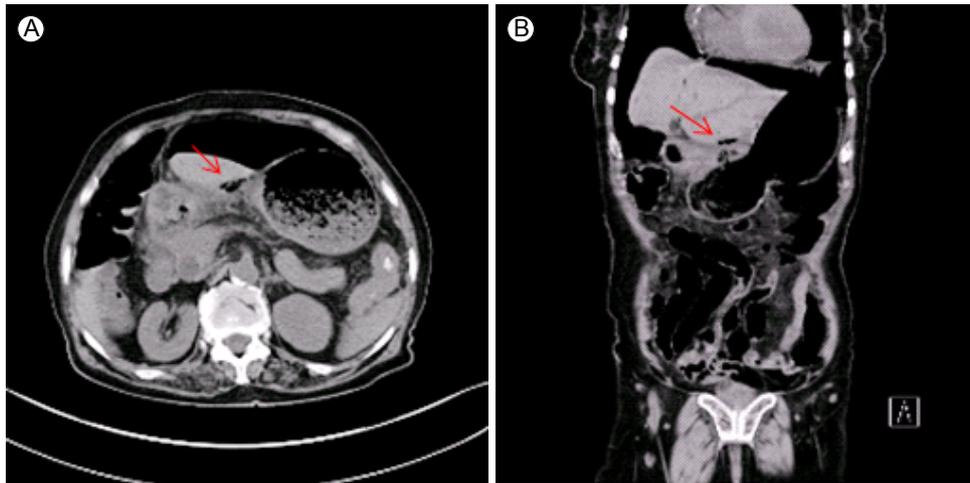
Axial (A) and coronal (B) views of an abdominal computed tomography (CT) scan show free air in the abdominal cavity. Leakage of air from the stomach is evident with both CT views (arrows).
